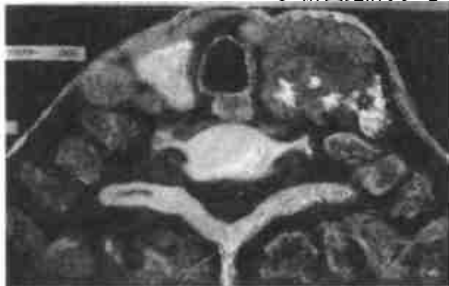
甲状腺乳头状癌 CT 象 WW 300Hu、WL50Hu
